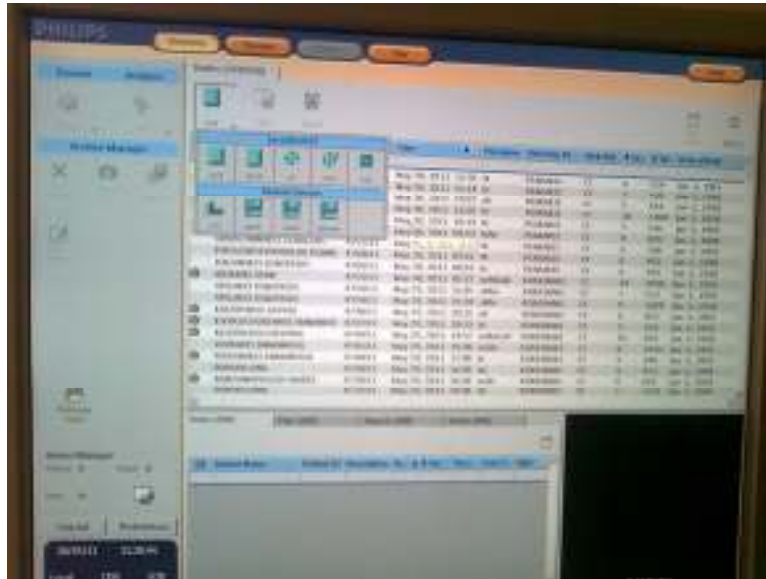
3 Philips' CT Viewer
